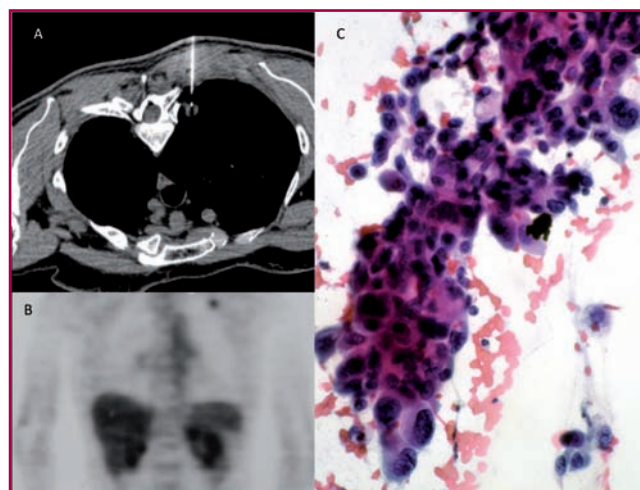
A) Imagen de PAAF guiada por TC. B) PET. C) Extensión citológica correspondiente a un adenocarcinoma.
